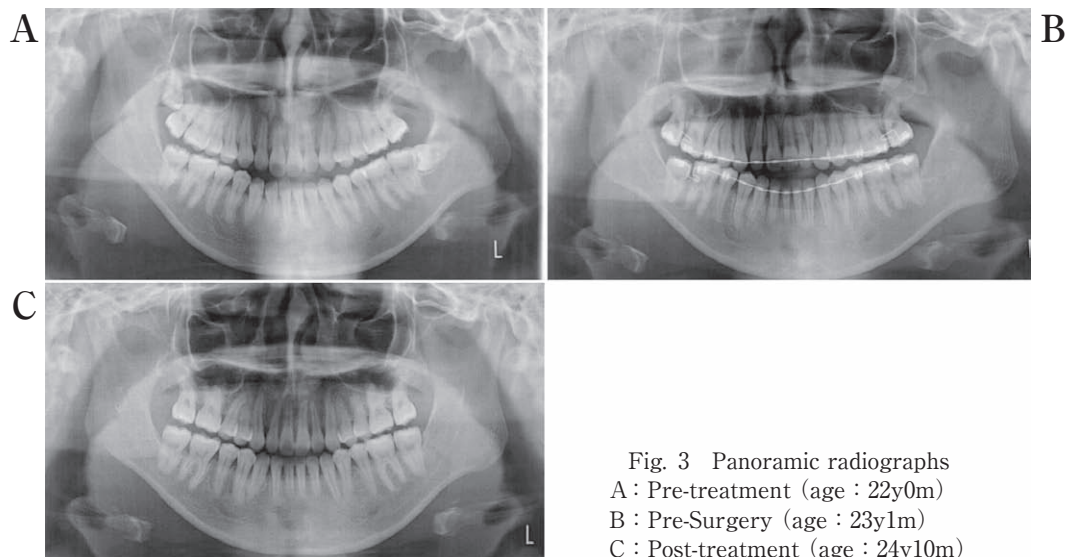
Panoramic radiographs
